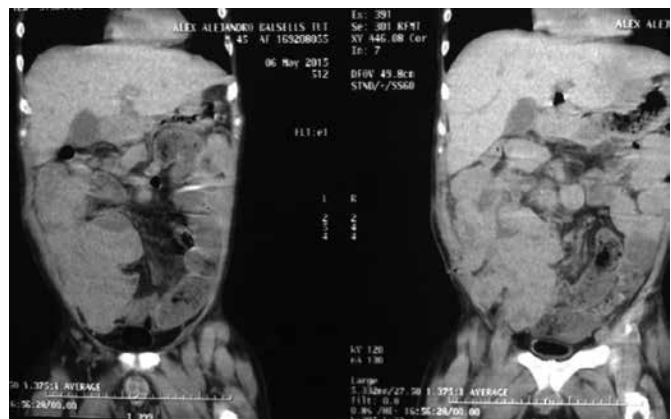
Tomografía computarizada, corte axial y coronal en el que se evidencia masa retroperitoneal.
